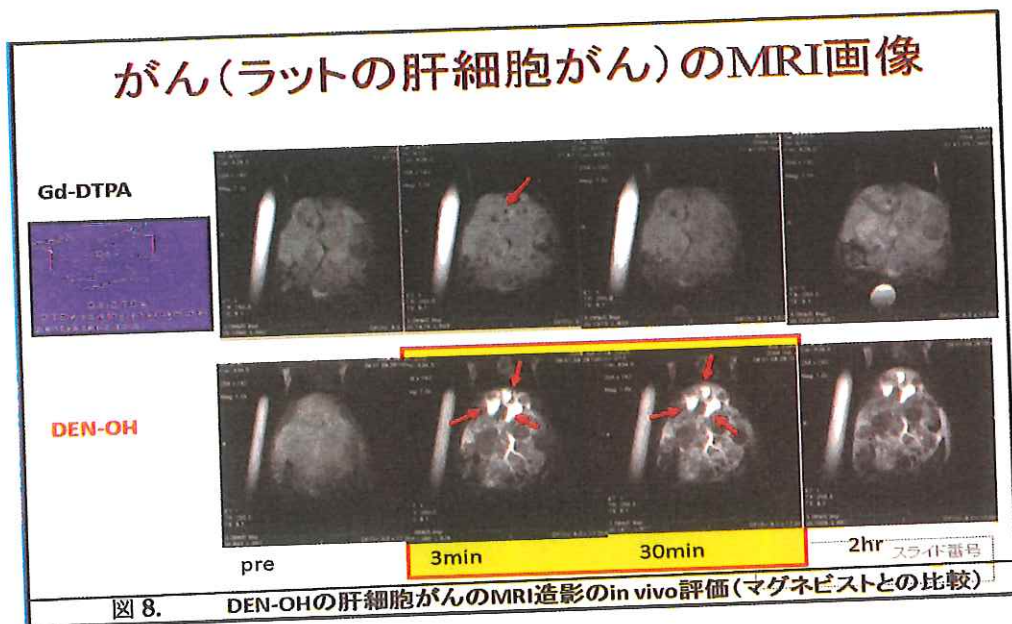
DEN-OHの肝細胞がんのMRI造影のin vivo評価(マグネピストとの比較)
